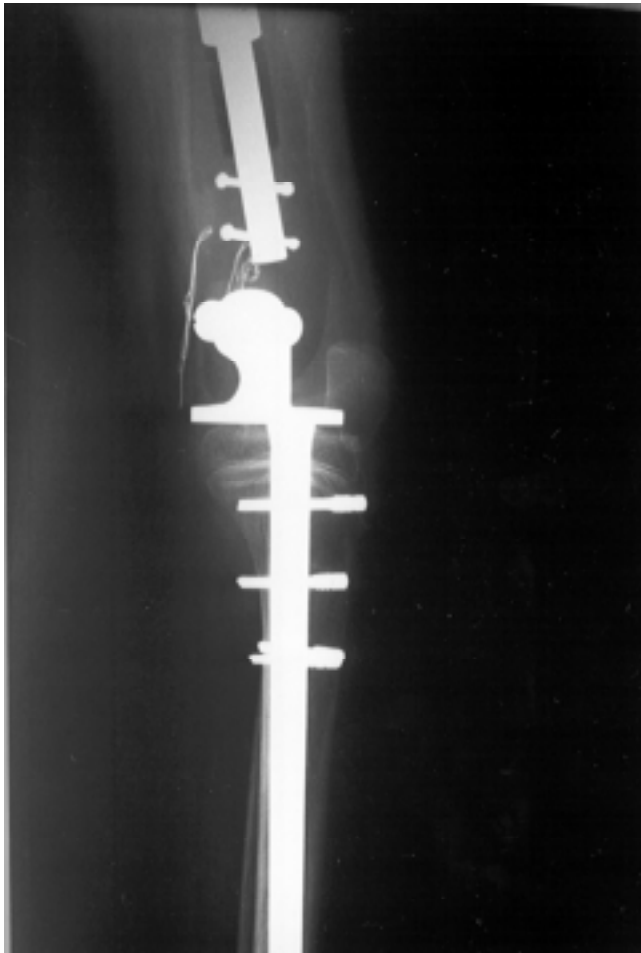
Radiografía que muestra la resección en bloque del tumor y endoprótesis.
